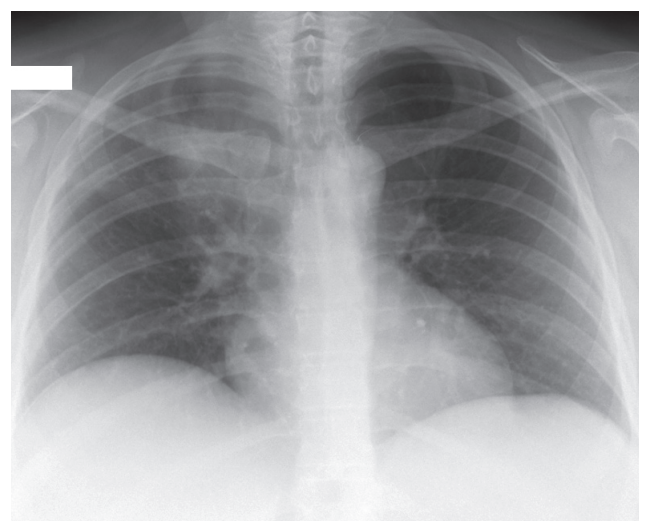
Teleradiografia de tórax revela infiltrado para-hilar de predomínio direito
